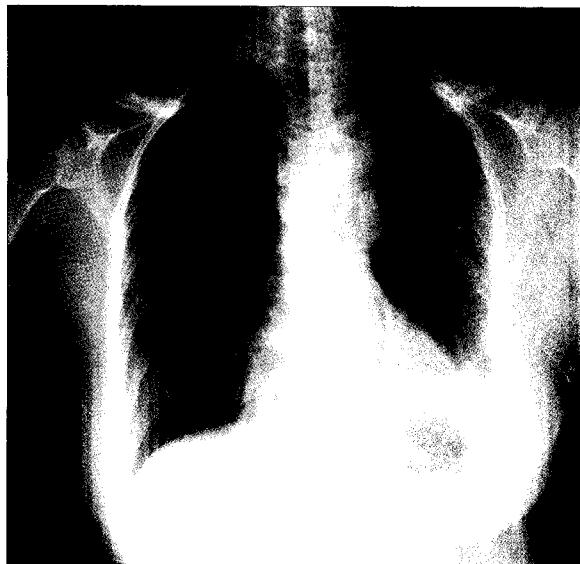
Chest X-ray shows disappeared mediastinal mass lesion.
